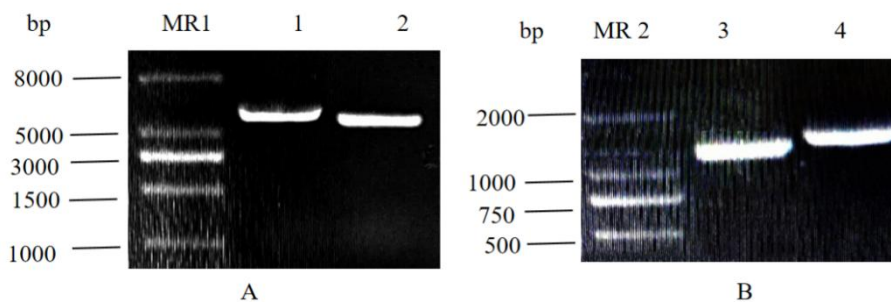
质粒 PET-28a (+) 与 PCR 扩增产物双酶切鉴定 MR1、MR2: DNA 分子量标准; Line 1: PET-28a (+) 质粒 (5369 bp); Line 2: 经双酶切 PET-28a (+) (5289 bp); Line 3: 经酶切的 56 kDa PCR 扩增产物 (1558 bp); Line 4: 56 kDa PCR 扩增产物 (1578 bp)
